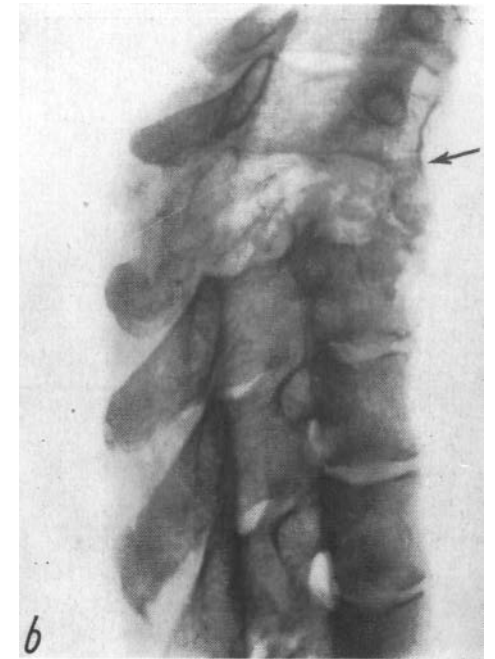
а — Метастатическая, исходящая из щитовидной железы опухоль позвонка С₇. Позвонок сводится к простой клиновидной пластинке; б — рентгенологическая картина анатомического препарата; с — анатомический препарат.
